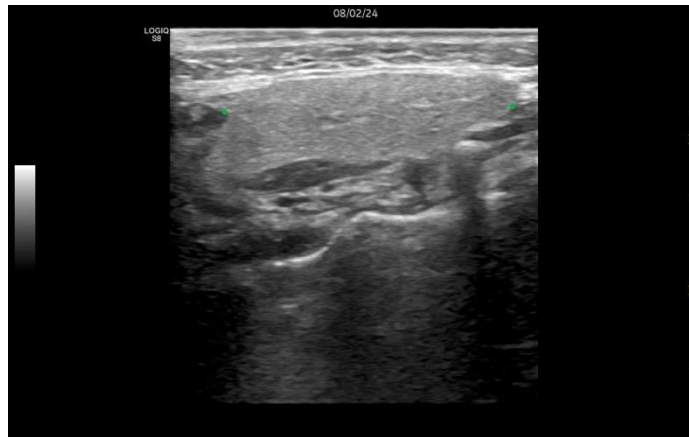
USG’de hipovaskülarize kanlanma gösteren parotis bezi
